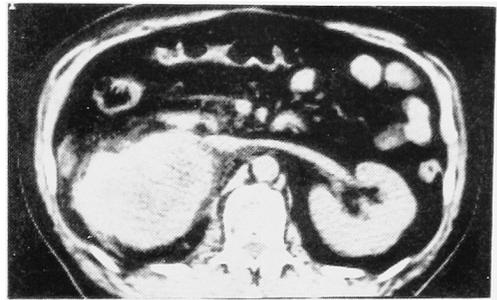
CT on July 31, 1985, showing a tumor regression rate of 23.6%.
